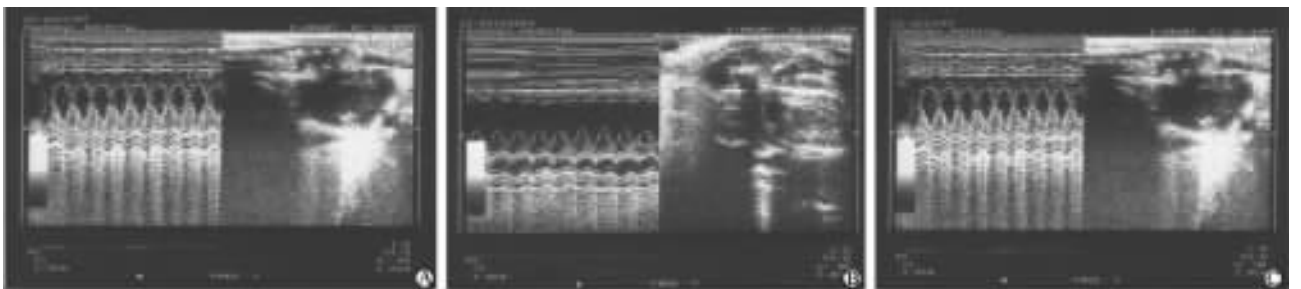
假手术组(A)、MI 组(B)和卡维地洛组(C)术后 42 d 超声心动图
